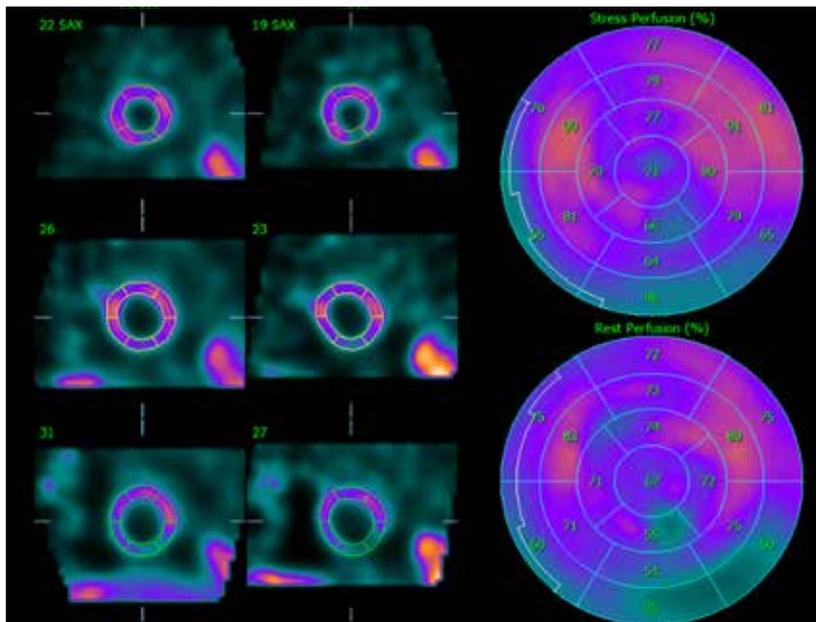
82세 여자, 관상동맥 세혈관 질환으로 coronary artery bypass graft surgery (CABG) 수술 시행함. Myocardial SPECT 검사 상 moderate degree, small sized, persistent perfusion decrease in the inferior wall 소견이 관찰됨.
